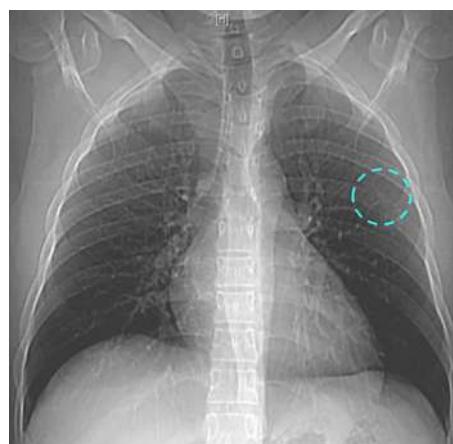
Radiografía de tórax: defecto localizado en el ángulo externo del sexto (6°) arco costal izquierdo, (círculo punteado verde).
